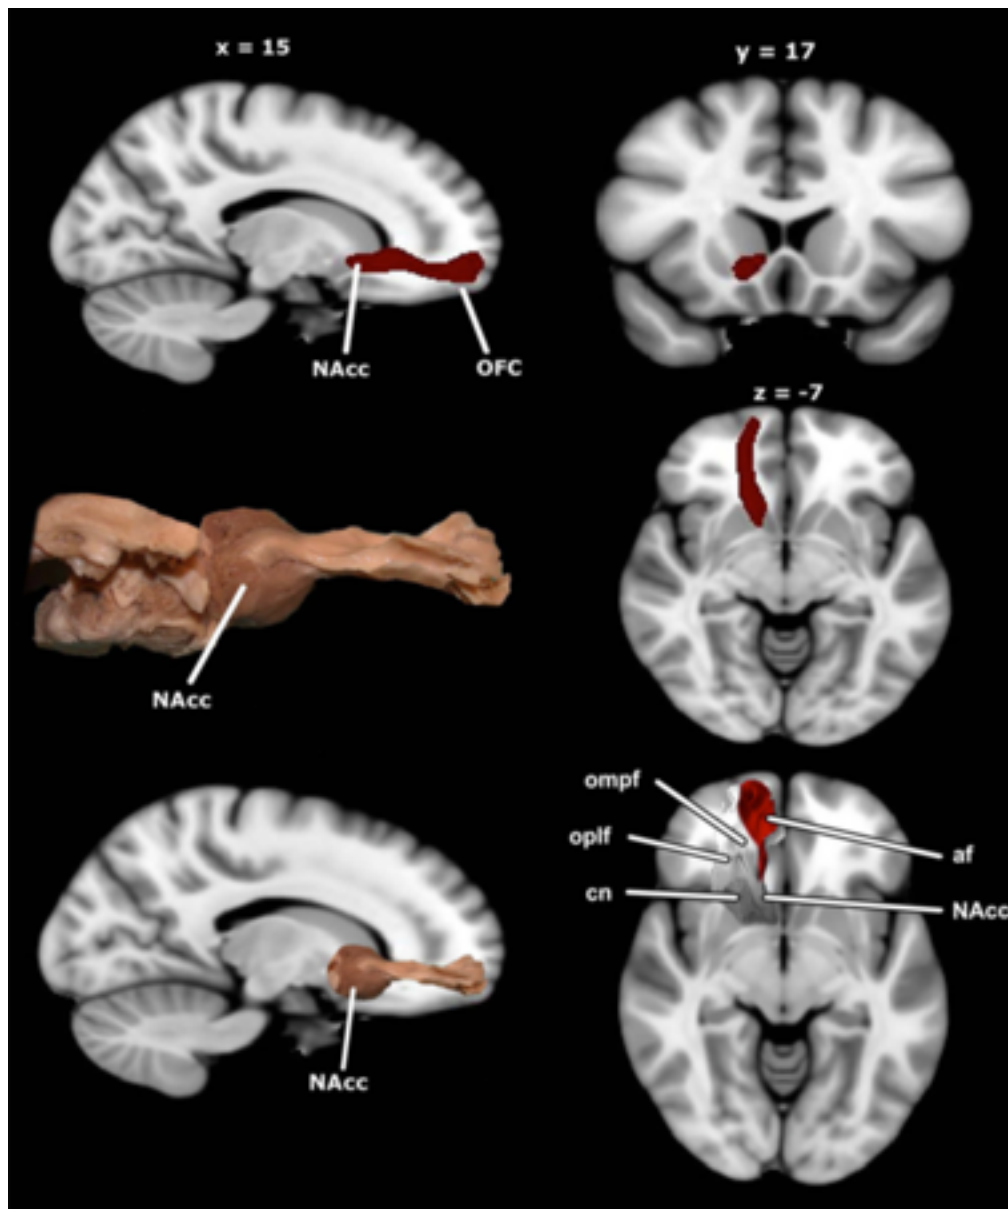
D'après Karlsgodt & al [8]. En haut et au milieu à droite : visualisation de la reconstruction tractographique du faisceau accumbo-frontal, modélisé en 3D et superposé à des séquences d'IRM T1 en coupes para-sagittale, coronale et axiale. Au milieu à gauche : dissection anatomique du faisceau accumbo-frontal [7]. En bas : superposition de la dissection anatomique du faisceau accumbo-frontal à des séquences d'IRM pondérées T1 en coupes sagittale et axiale.
